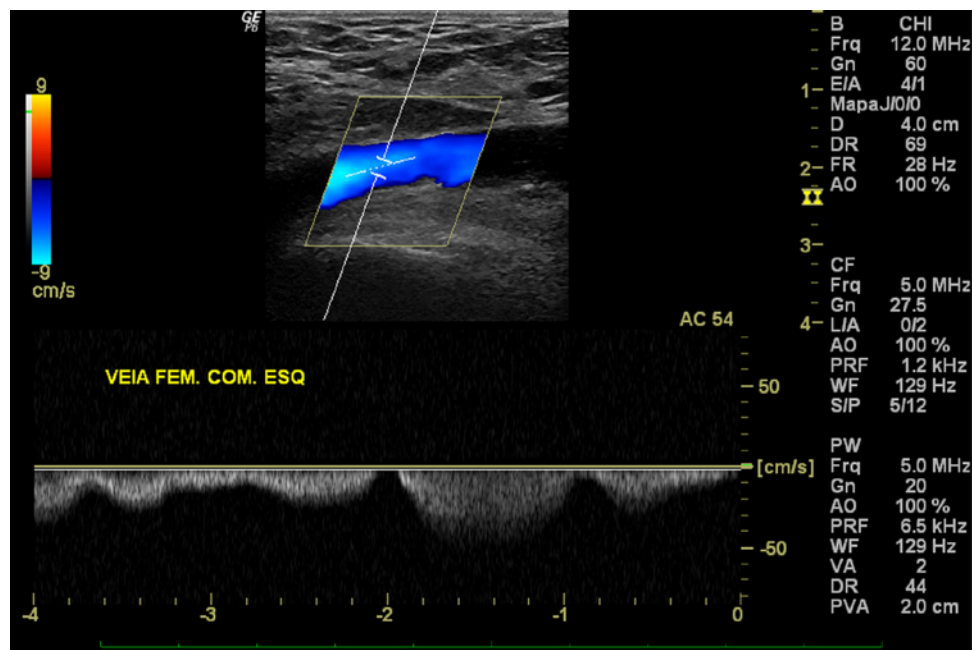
Modo Doppler colorido e pulsado da veia femoral comum esquerda (corte longitudinal)
